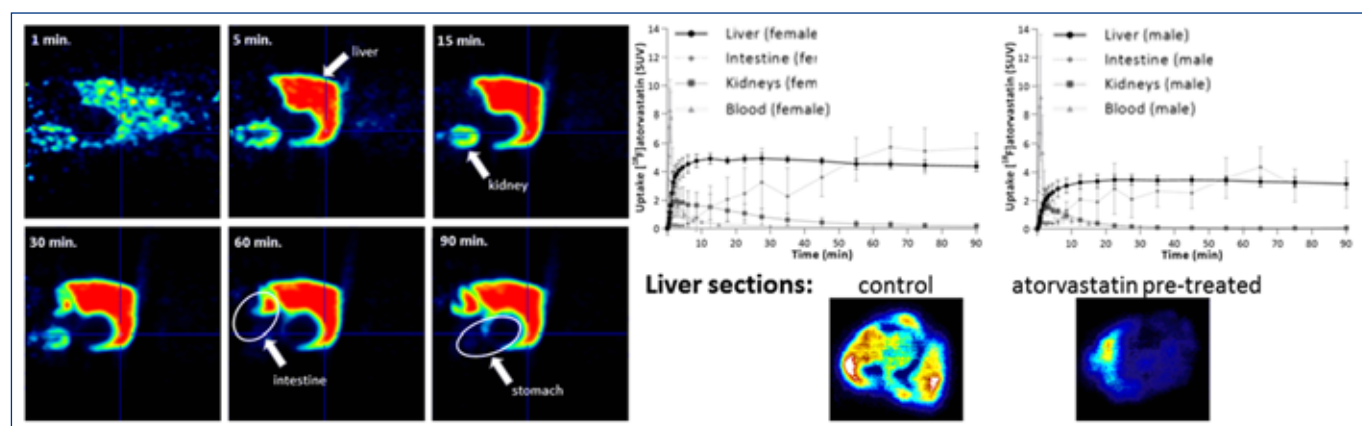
^{18}F -Atorvastatin: PET projections, time-activity curves, and autoradiography of the liver.
